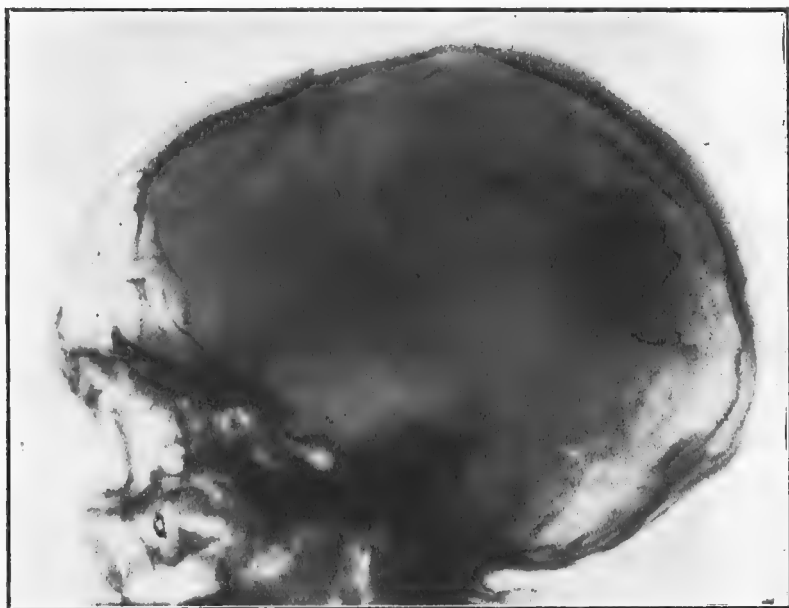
Radiographie obtenue avec le côté gauche sur le châssis. Calcification sinueuse très visible.
